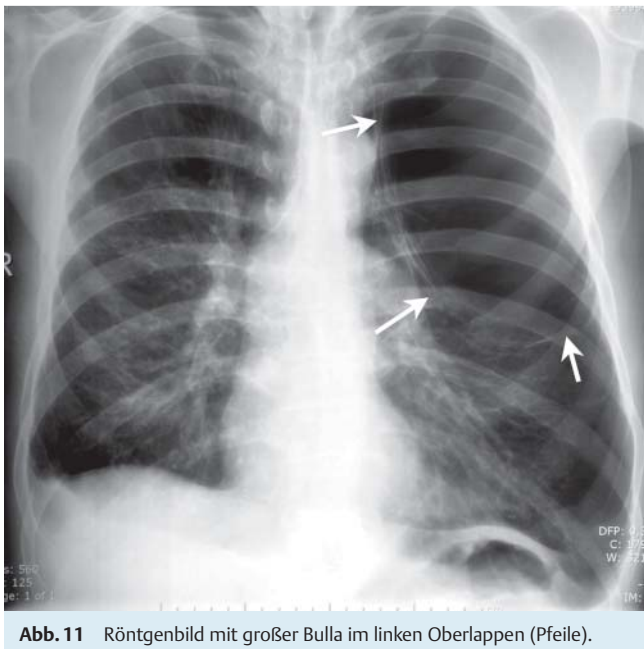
Röntgenbild mit großer Bulla im linken Oberlappen (Pfeile).
